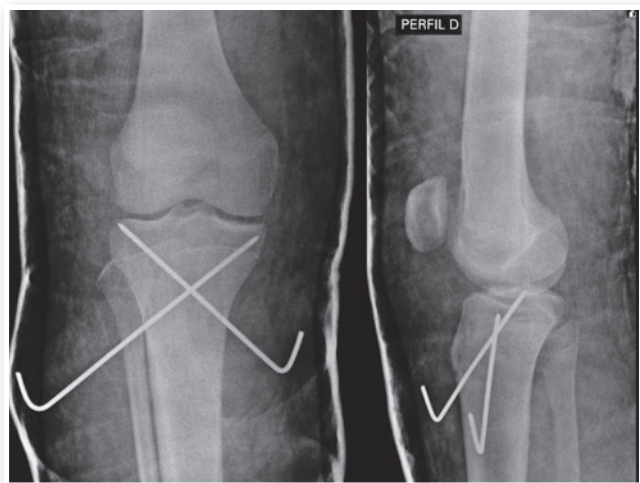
Radiografia pós-operatório imediato do joelho direito.
